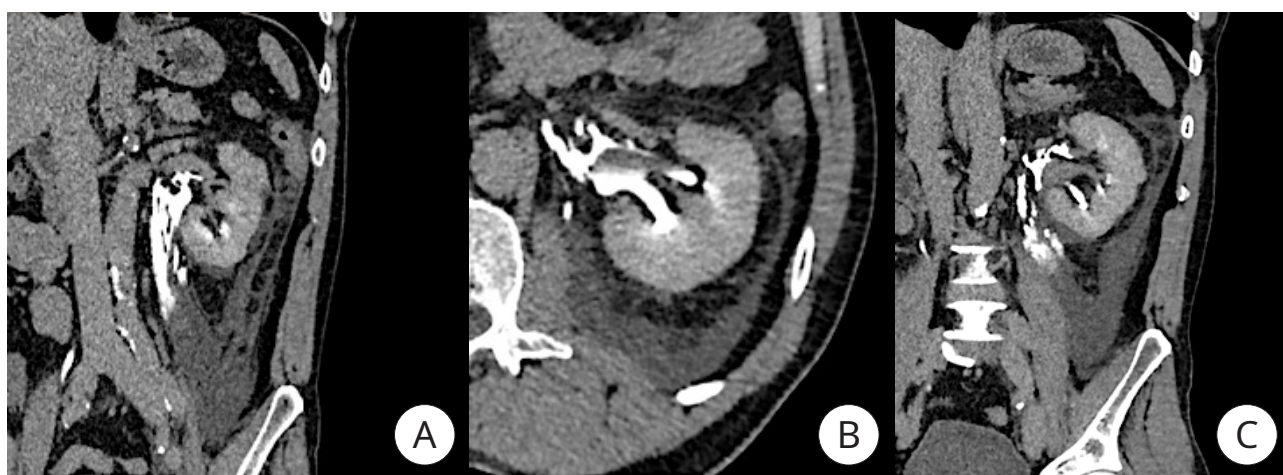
КТ сканы мочевой системы — отсроченная фаза, мягкотканное окно: А, С — корональная плоскость; В — аксиальная плоскость. Затёки контрастного препарата слева, жидкостное скопление в забрюшинном пространстве
